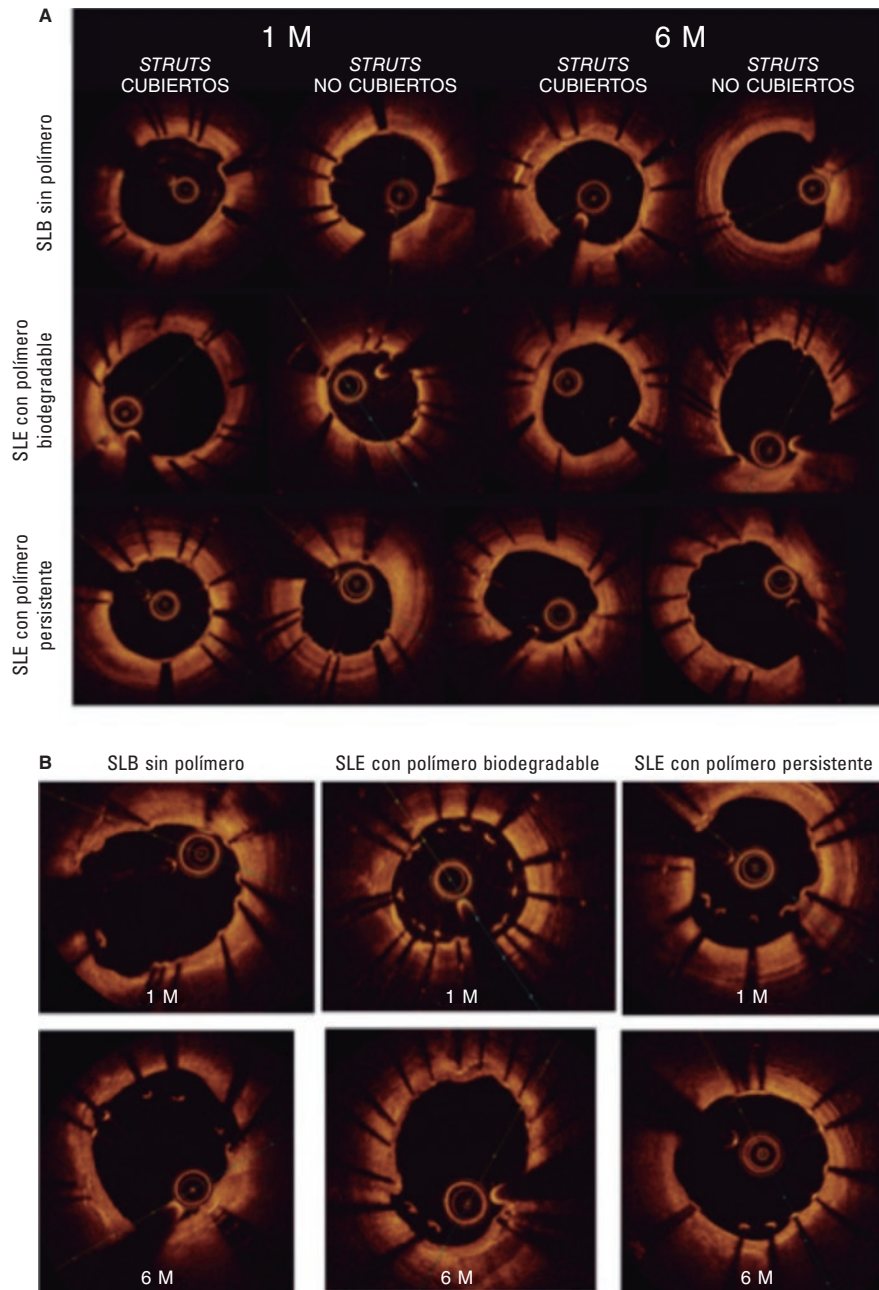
Tomografía de coherencia óptica. A: tomografía de coherencia óptica que muestra los *struts* del *stents* cubiertos y sin cubrir al cabo de 1 y 6 meses; B: OCT que muestra la presencia de *struts* del *stent* malpuestos al cabo de 1 y 6 meses. SLB: *stent* liberador de biolimus; SLE: *stent* liberador de everolimus; M: meses.
